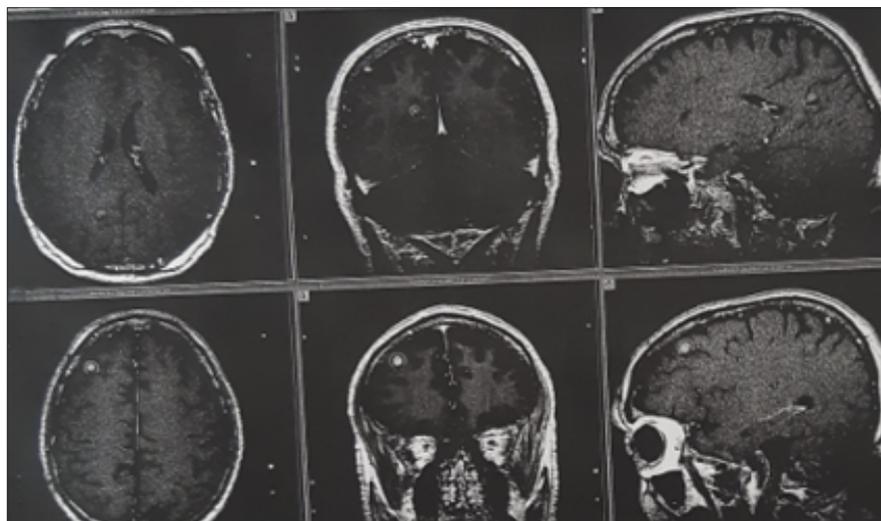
RMN ad alta risoluzione di novembre 2017 per definire il volume delle lesioni da trattare mediante radiochirurgia con Gamma Knife.
